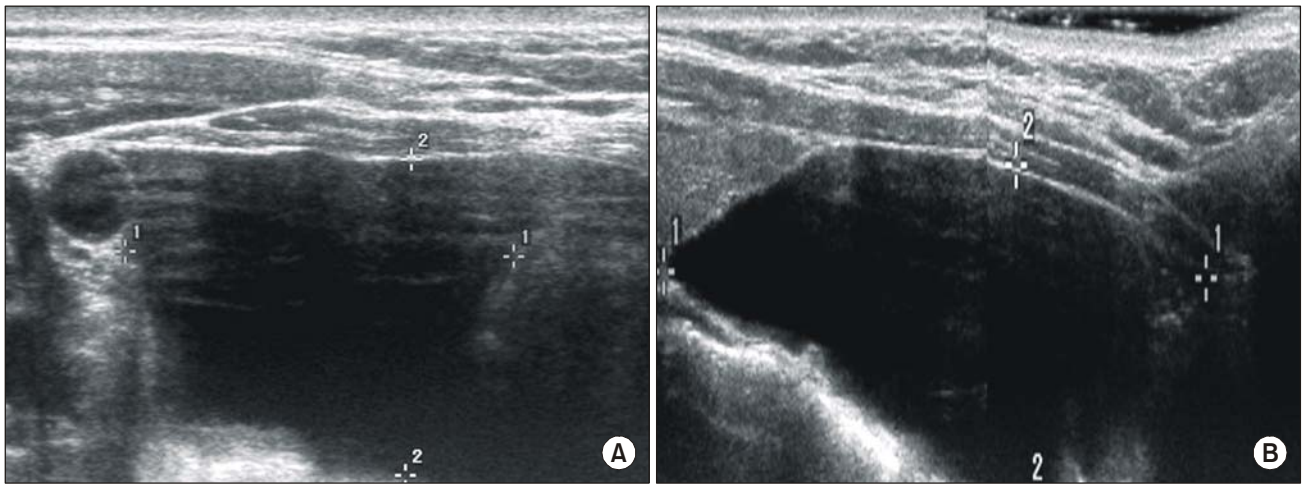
Non-functional parathyroid cyst. Ultrasonographic findings showing 3.0×2.4×8.2 cm-sized hypoechoic lesion adjacent to the inferior pole of right thyroid gland. Transaxial view (A) and longitudinal view (B).
